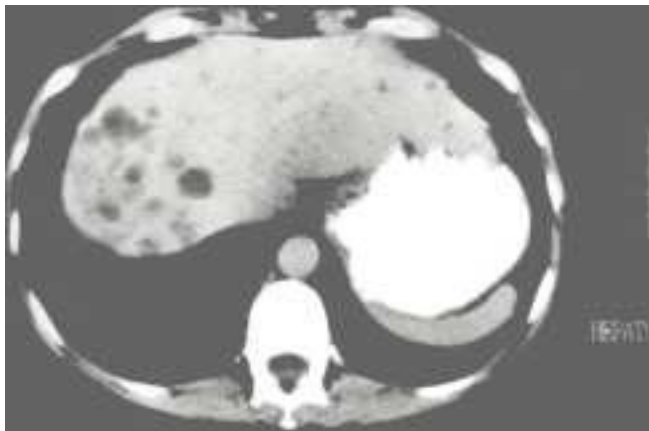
Tomografía mostrando las lesiones hepáticas previamente descritas.
